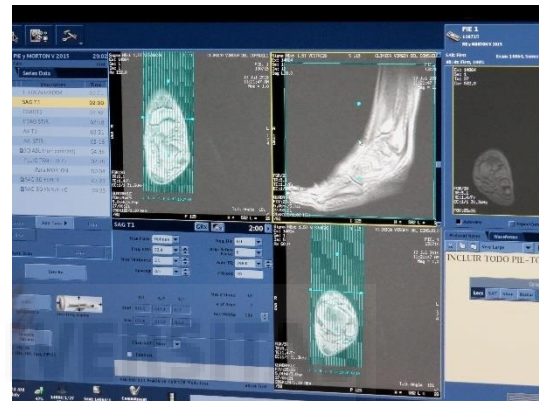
Consola de control de la adquisición de imágenes de resonancia magnética.
